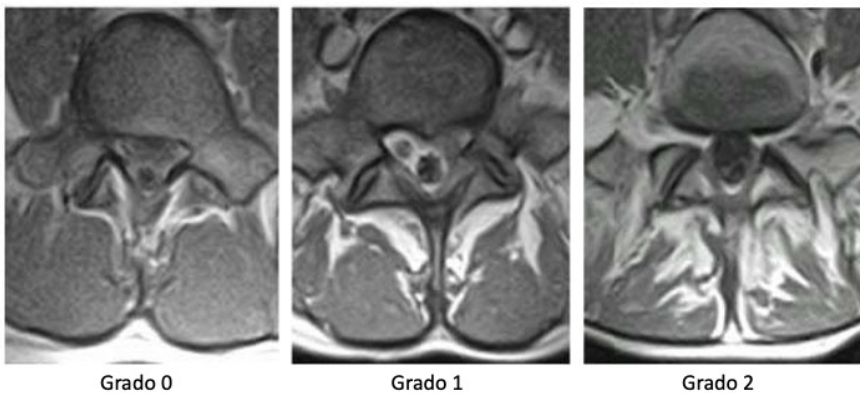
Grados de degeneración de la musculatura retrosomática (26) en imágenes de RM transversales potenciadas en T1.
